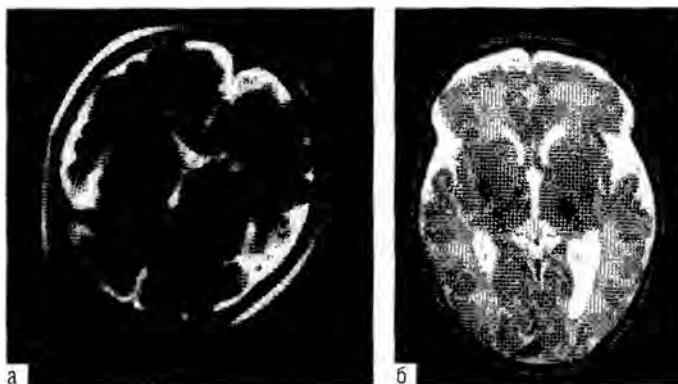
МРТ плода на 36–37-й неделе гестации у пациентки с плацентитом и острой респираторной вирусной инфекцией в процессе беременности (а) и на 3-й день после рождения (б). МР-признаки гипоплазии головного мозга и смешанной гидроцефалии компенсаторного типа.
